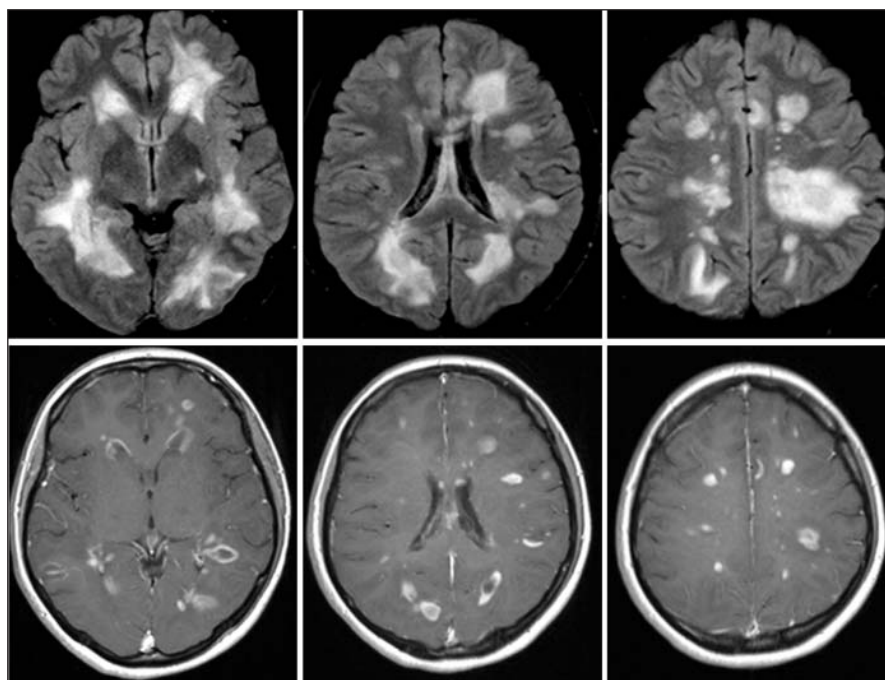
Пациентка М., 26 лет. МРТ головного мозга от 29.07.2021 в аксиальной плоскости в режимах T2 FLAIR (верхний ряд) и T1 после введения контрастного вещества (нижний ряд). В глубоких (преимущественно) и субкортикальных отделах белого вещества обоих полушарий большого мозга перивентрикулярно определяются множественные очаги демиелинизации, местами сливного характера, окруженные перифокальным отеком. После введения контрастного вещества отмечается его однородное и кольцевидное накопление всеми вышеописанными очагами
